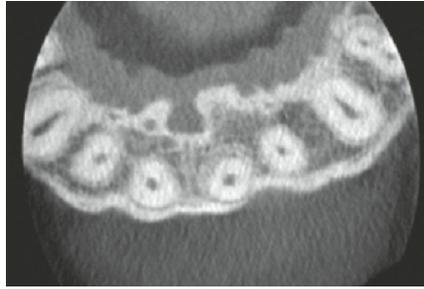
Digitale Volumentomografie (DVT) der Oberkieferfront im Querschnitt.
